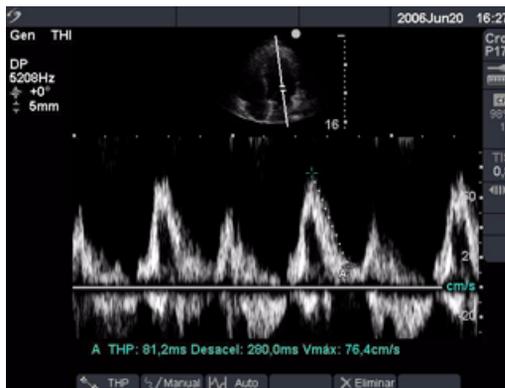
Traçado do Doppler com duas medidas de velocidade
